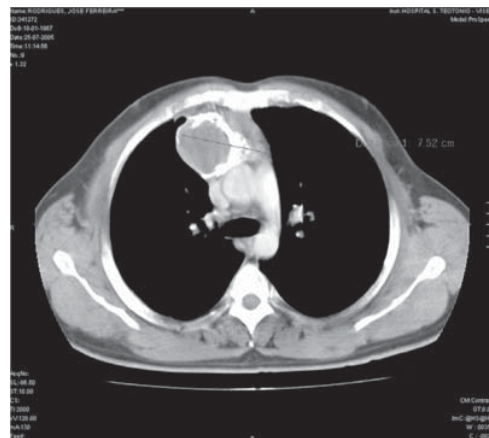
TC tórax: Volumosa (13×11×8 cm) massa tumoral mediastínica anterior, com densidade tecidos moles, com componente quístico e calcificações. Sem planos de clivagem com aorta ascendente e tronco da artéria pulmonar. Sem adenopatias mediastínicas
